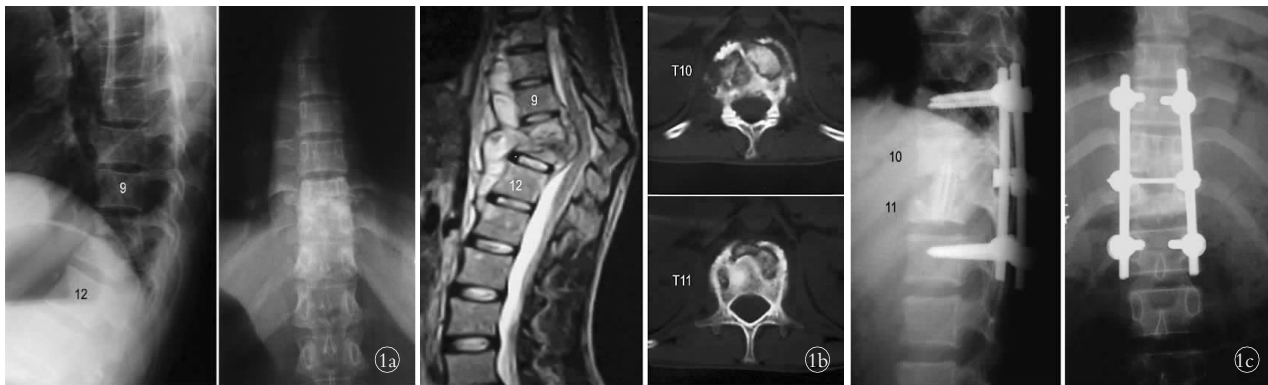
男,37 岁, T₁₀₋₁₁ 椎体结核 1a.术前正侧位 X 线片 1b.术前 CT 和 MRI 提示 T₁₀₋₁₁ 椎体破坏,脓肿累及椎管、椎旁 1c.术后 12 个月正侧位 X 线片提示植骨已融合
